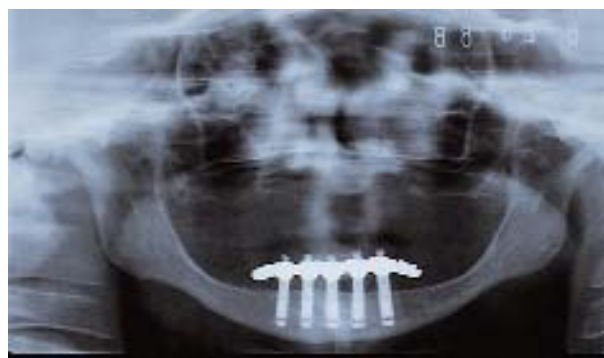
C, La radiografía ilustra la posición correcta de los implantes. Los implantes posteriores se hallan a unos 5 mm por delante del foramen mentoniano. Obsérvense los espacios de 3 mm entre los cuerpos de los implantes.
